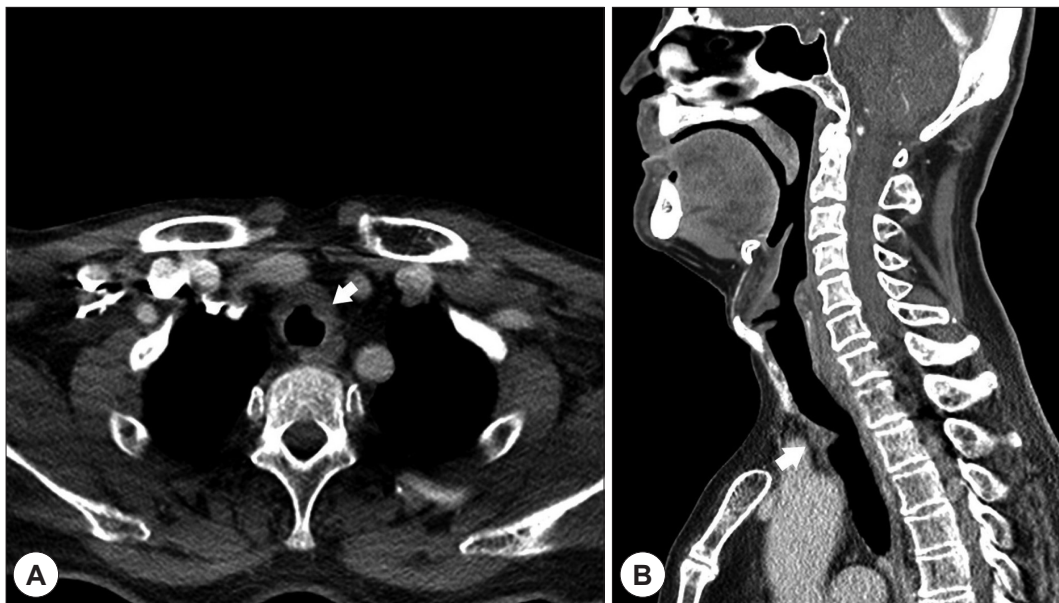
Axial (A) and sagittal (B) images of neck CT with contrast enhancement. Enhancing irregular soft tissue lesion at tracheal area with focal airway involvement (arrow).
